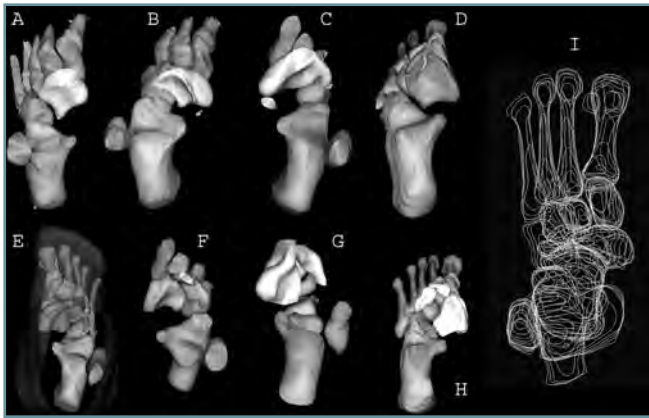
Ejemplos de reconstrucciones 3D (aplicación Surfdriver) a partir de TAC analógicos. Los escafoides aparecen exprimidos por la cabeza de un astrágalo que apunta hacia fuera. Puede aparecer fragmentación real, más o menos en el plano sagital, separando un fragmento mayor medial y otro menor (o inexistente) lateral dorsal. La representación muestra una cabeza astragalina apuntando hacia fuera y escafoides fragmentado a nivel de la tercera cuña (otras veces es a las cuñas 2 y 3). M1 ligeramente corto.
